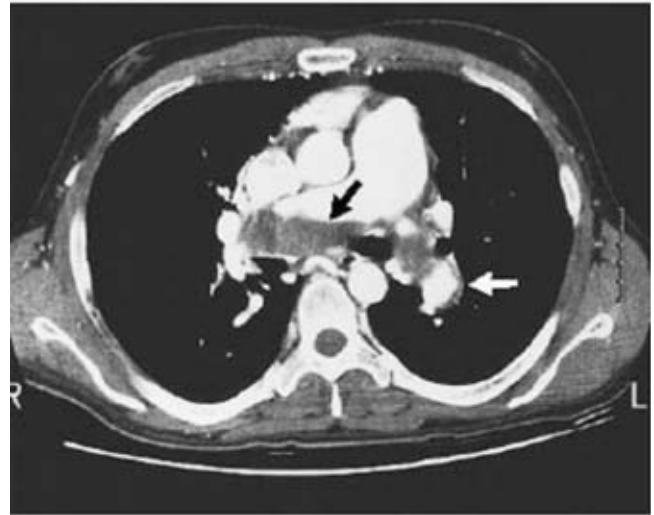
Tomografía computarizada helicoidal contrastada, en la cual se observa un trombo parcialmente organizado en ambas arterias pulmonares centrales (flecha negra), así como engrosamiento asimétrico evidente en la arteria lobar izquierda descendente (flecha blanca). Imagen reimpressa con permiso de Fedullo PF, Auger WR, Kerr KM, Rubin LJ. Chronic thromboembolic pulmonary hypertension. *N Engl J Med* 2001;345:1467.
